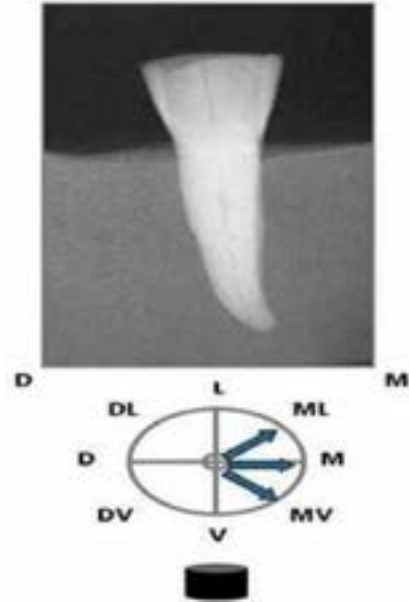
Radiografía Distorradiar.
